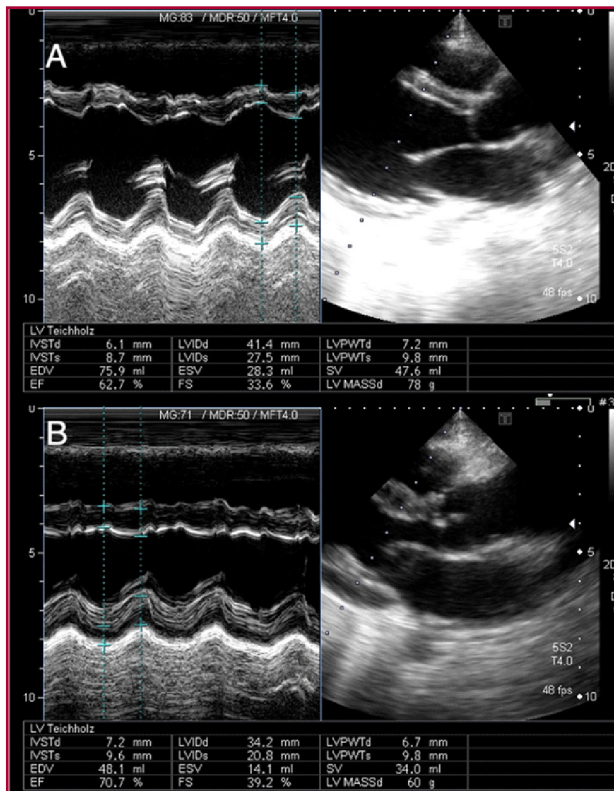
Ecocardiograma transtorácico; mediciones. A. Preoperatorio. B. Control posoperatorio al año.
